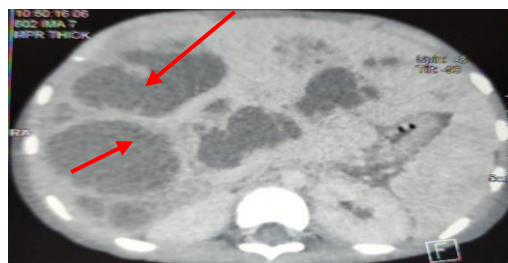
TDM abdominale montrant plusieurs collections hépatiques
